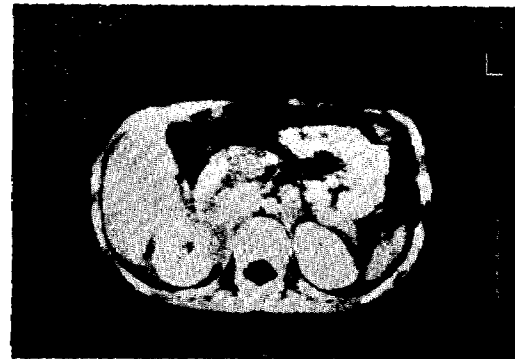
CT scan of the abdomen after two months of chemotherapy.
